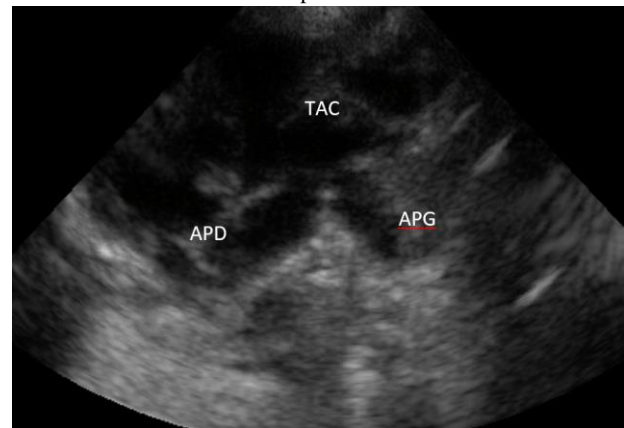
image échographique, incidence parasternale petit axe montrant un TAC de type 2
